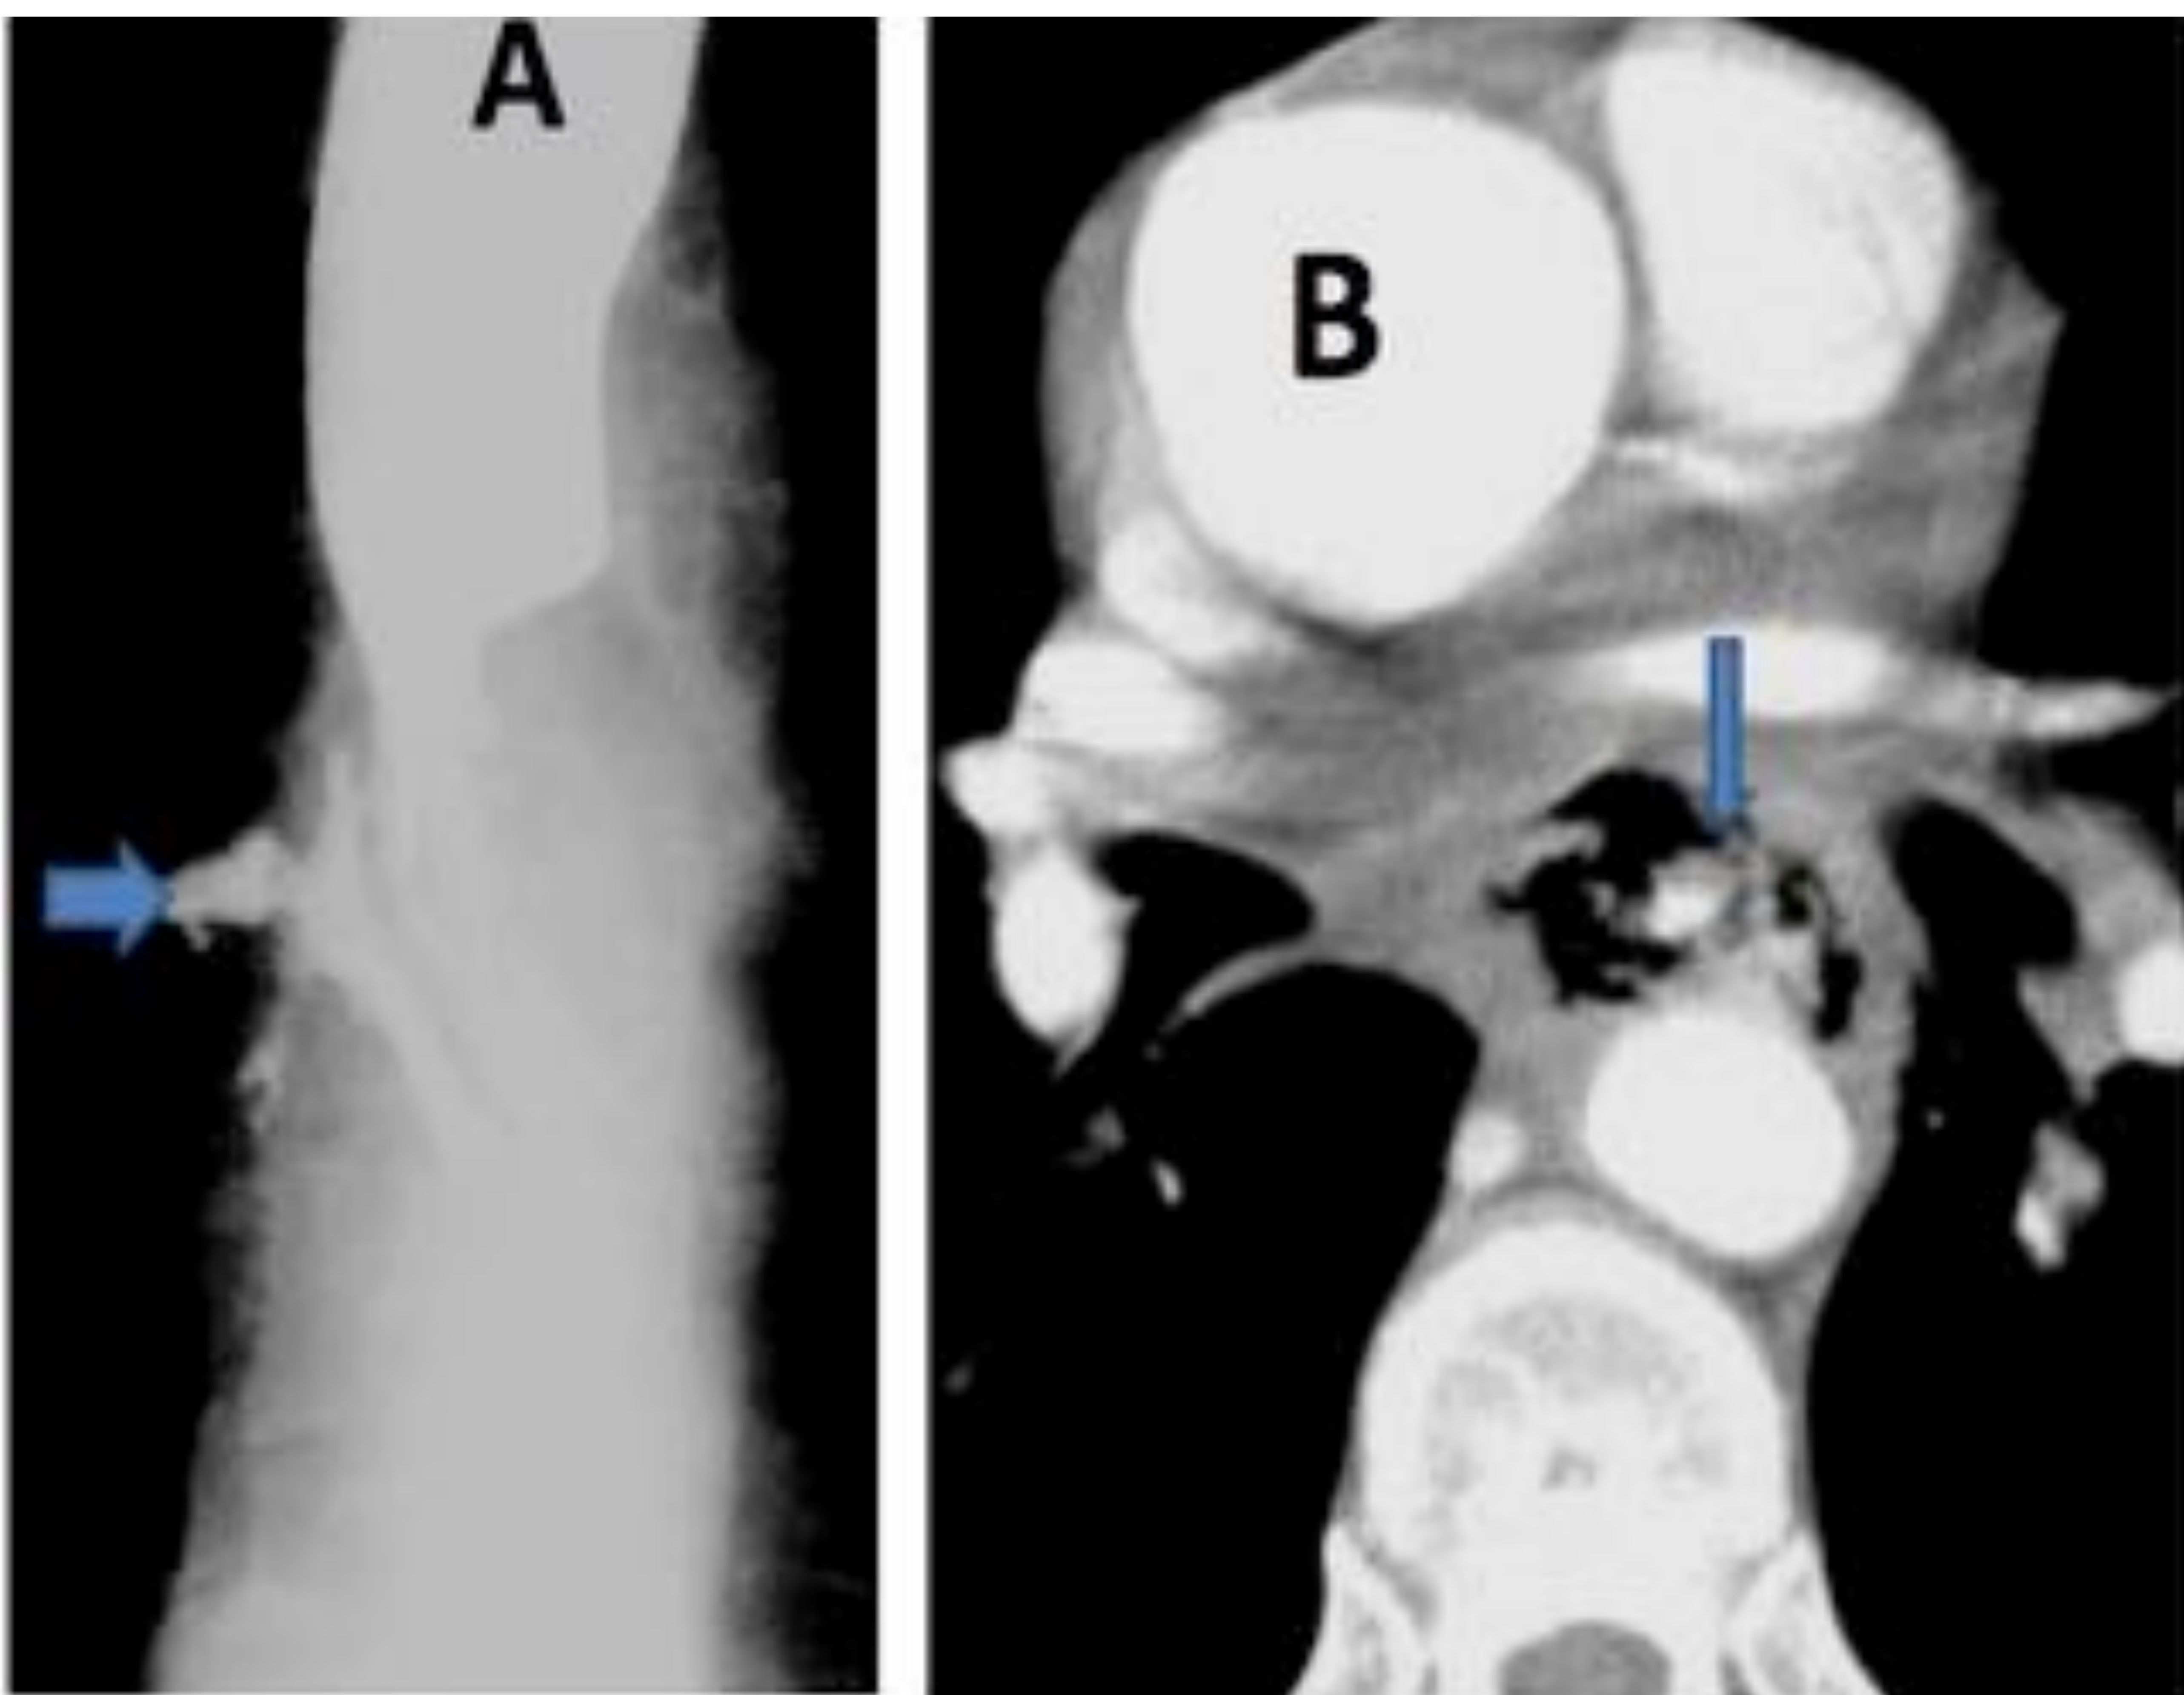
Esofagitis por CMV. En el esofagograma (A) y TC con CIV (B) se observa una úlcera perforada (flechas) en contacto con la aorta.
